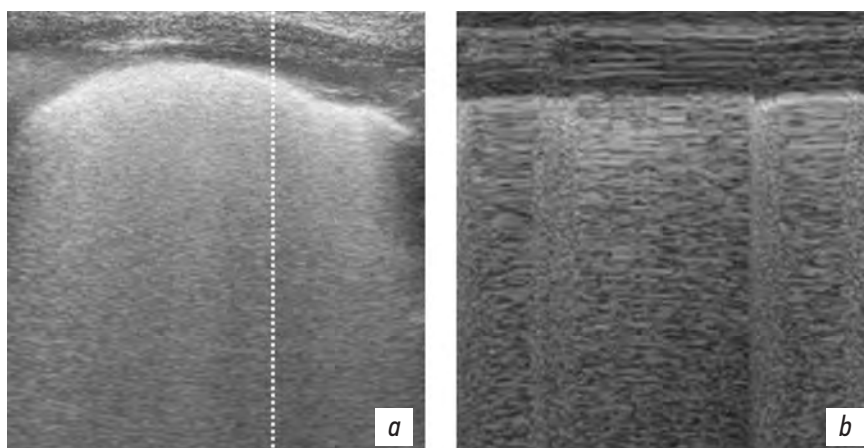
Пациент А. УЗИ плевральной полости протокол «Blue»: *a* — В-режим; *b* — М-режим. Эмфизема ЭПП левого гемиторакса.
